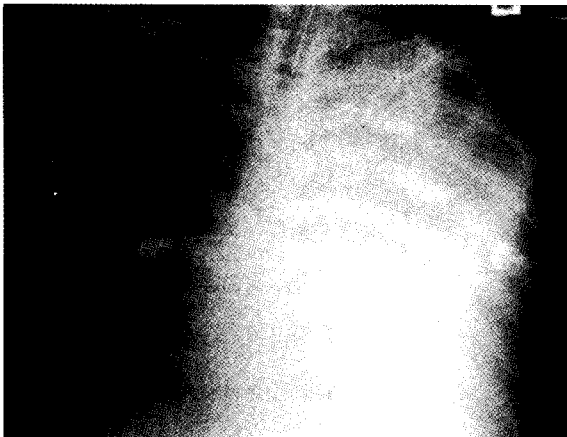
Preoperative chest X-ray shows left lung total haziness with mediastinal right shift and ground glass appearance of the right lung. (case1)
